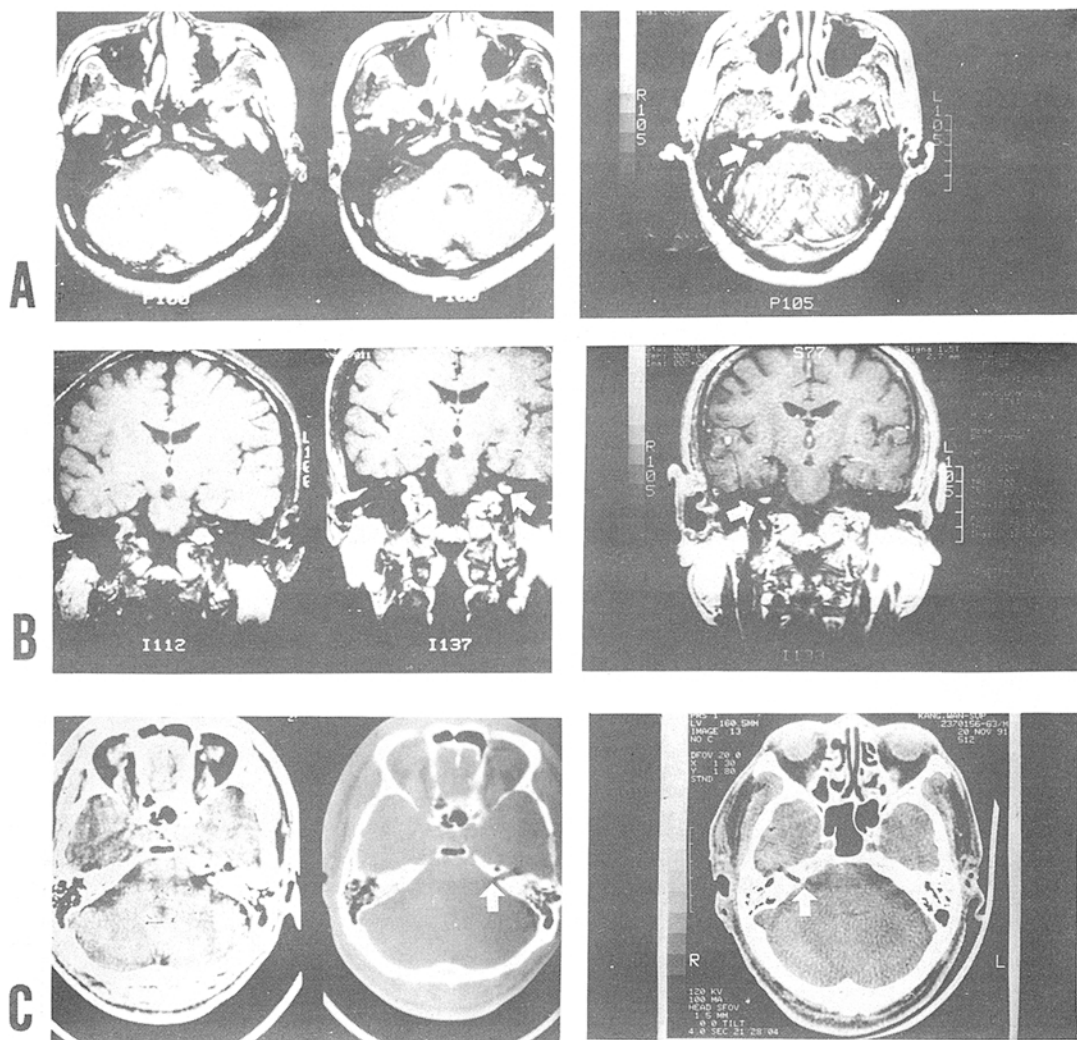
Preoperative and postoperative radiologic findings : A,B. Preoperative MRI findings : T1-weighted images show small Gd-DTPA enhanced ovoid mass confined in left and right internal auditory canal which doesn't extend toward inner ear structure, respectively. C. Postoperative CT findings : CT scan image show air shadow in internal auditory canal and temporal bone area but there was no evidence of injury to brain parenchyma and intracranial hemorrhage.
